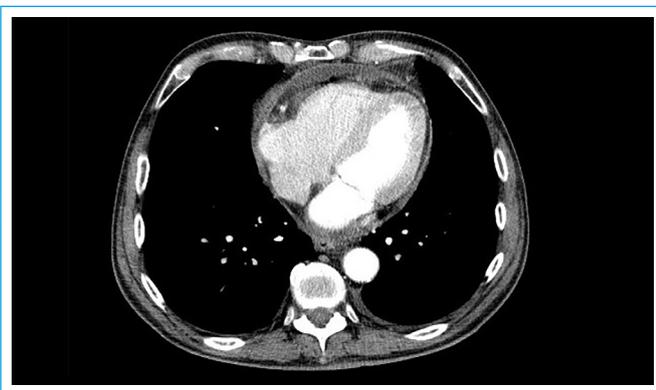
TC. Imagen axial que muestra engrosamiento y derrame pericárdico
